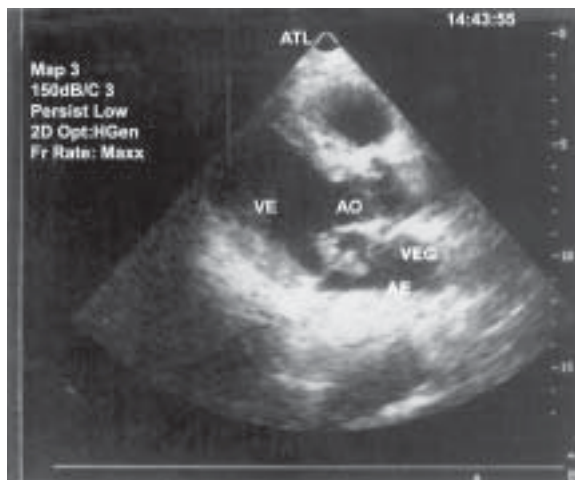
Ecocardiografia revelando vegetação em válvula mitral. VE = Ventrículo esquerdo; AO = Artéria aorta; VEG = Vegetação; AE = Atrio esquerdo.
